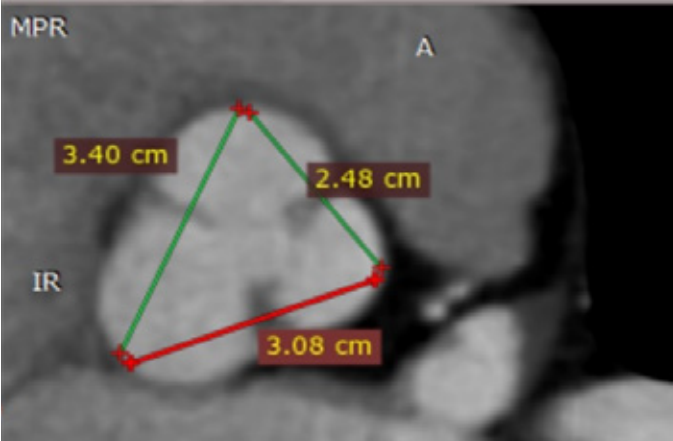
Corte axial de raíz aórtica en angiotomografía cardiaca obtenido con técnica de doble oblicuidad en telediástole (válvula aórtica cerrada). Se realiza las mediciones seno-seno y se observa marcada asimetría con diferencia mayor de 5mm entre una y otra medición interseno.
